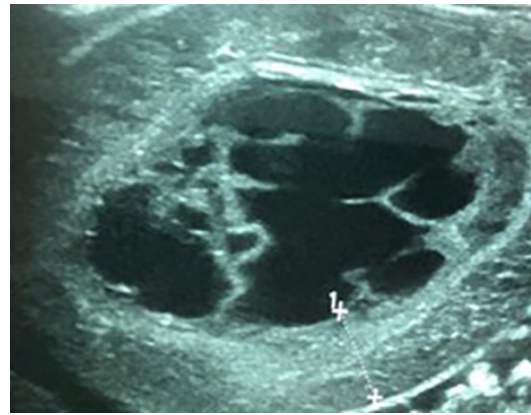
Ecografía abdominal. Fuente: Servicio de Imagenología HMQ.
